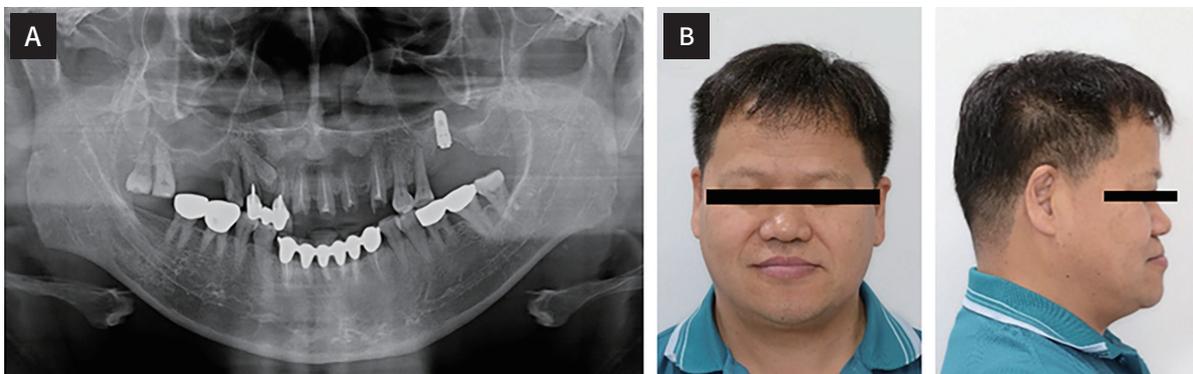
(A) Pretreatment panoramic radiograph, (B) First visit extraoral photograph.
